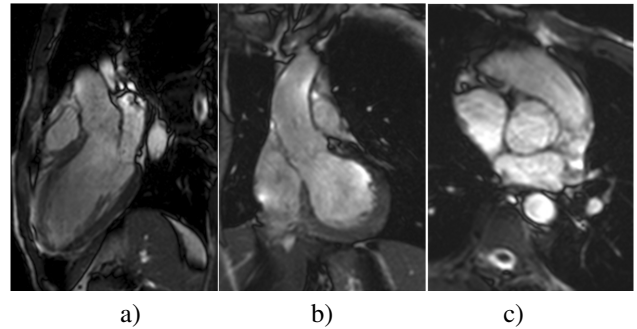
Exemple d’images IRM de la racine aortique. Le plan transversal choisi (c) est perpendiculaire aux plans obliques sagittal (a) et coronaire (b) d’extraction du ventricule gauche.
